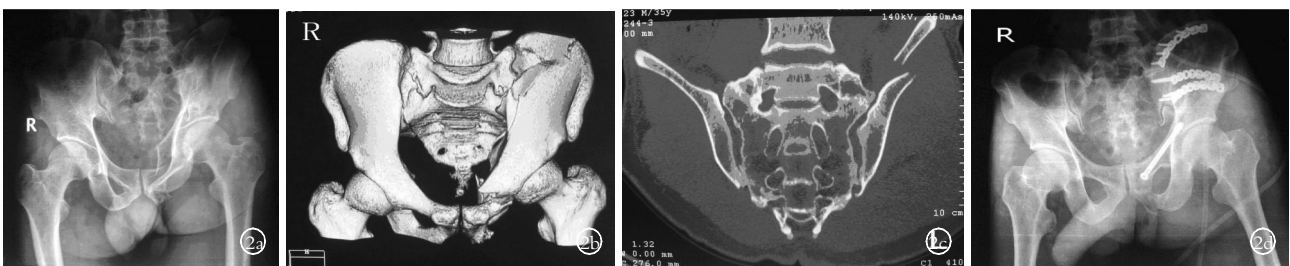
男,29 岁,C1 型骨盆骨折(Malgaigne 骨折) 2a.骨盆正位 CR 片示左侧骨盆内旋,向上垂直移位 2b.三维 CT 示左侧骨盆前后环同时断裂移位 2c.髂骨曲面重建 CT 示左侧髂骨后部向内移位 2d.术后骨盆正位 CR 片示骨盆环外形恢复,内置物位置良好
